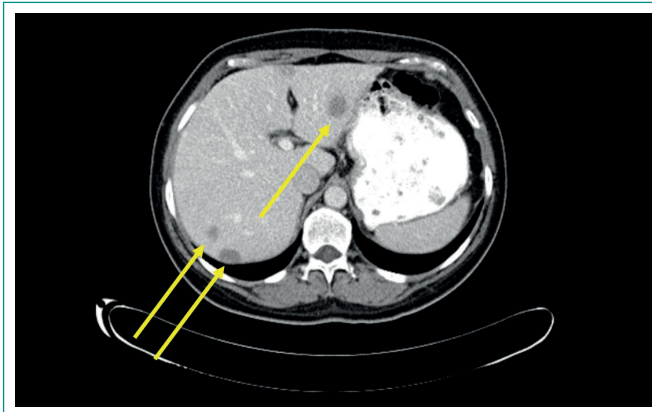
TAC en corte transversal que muestra múltiples metástasis a nivel hepático.
